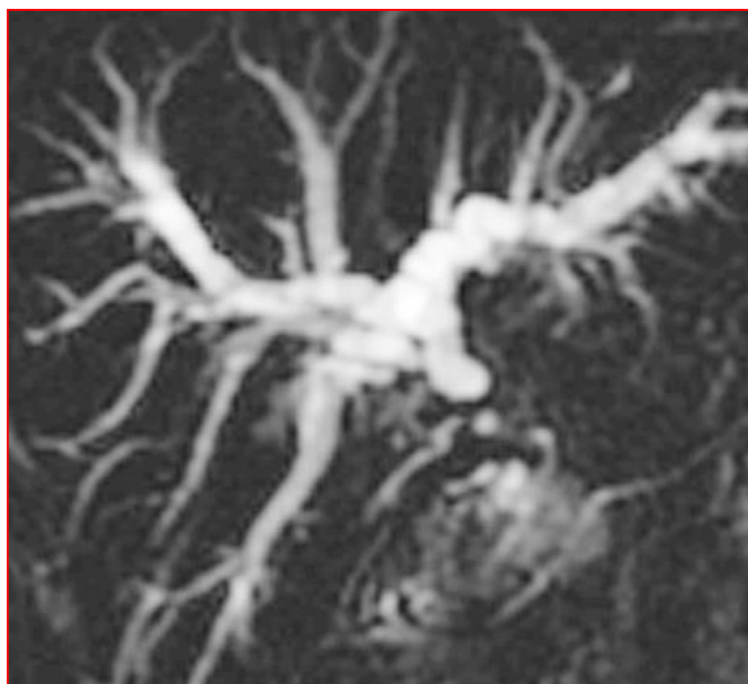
BILI-IRM TVBP CHU Douéra
